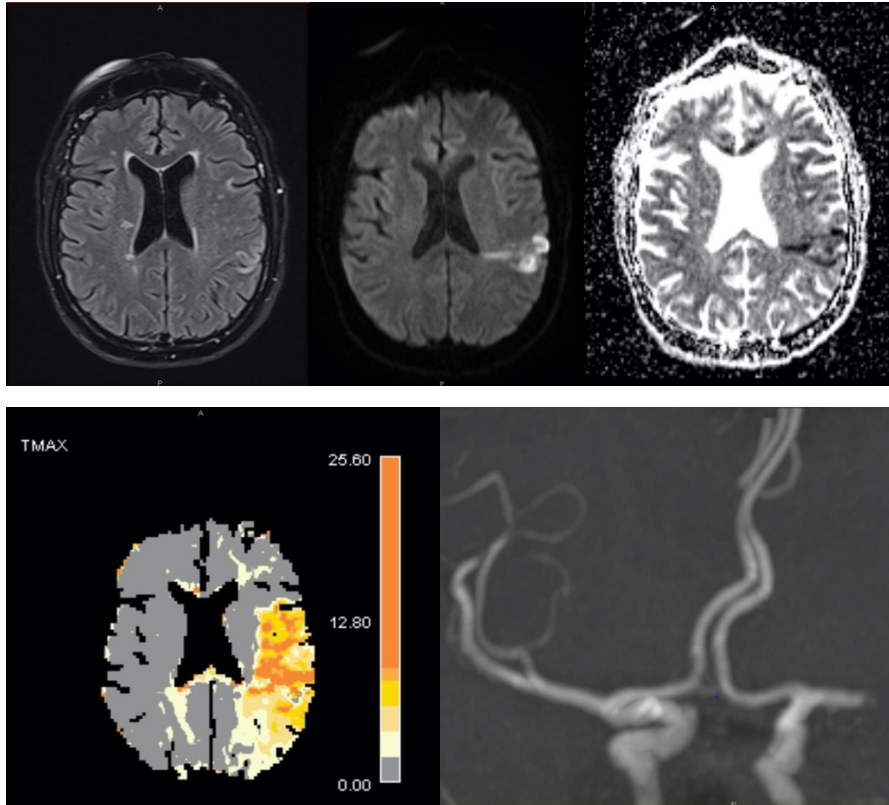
Occlusion artérielle aiguë sylvienne gauche (segment M1) responsable d'un mismatch FLAIR-diffusion, et d'un mismatch diffusion-perfusion.
